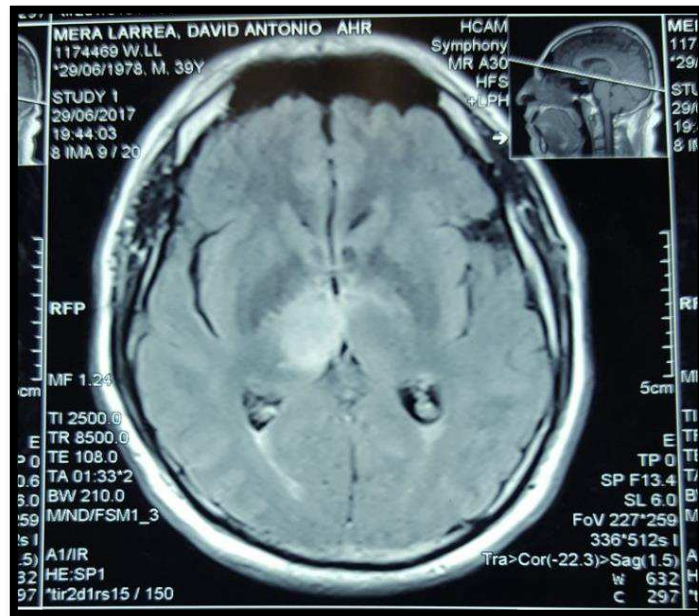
Imagen de Resonancia Magnética de cráneo, en corte axial en T2-flair: se observa masa nodular de aspecto hiperintensa en tálamo derecho con un diámetro de 9 mm.
